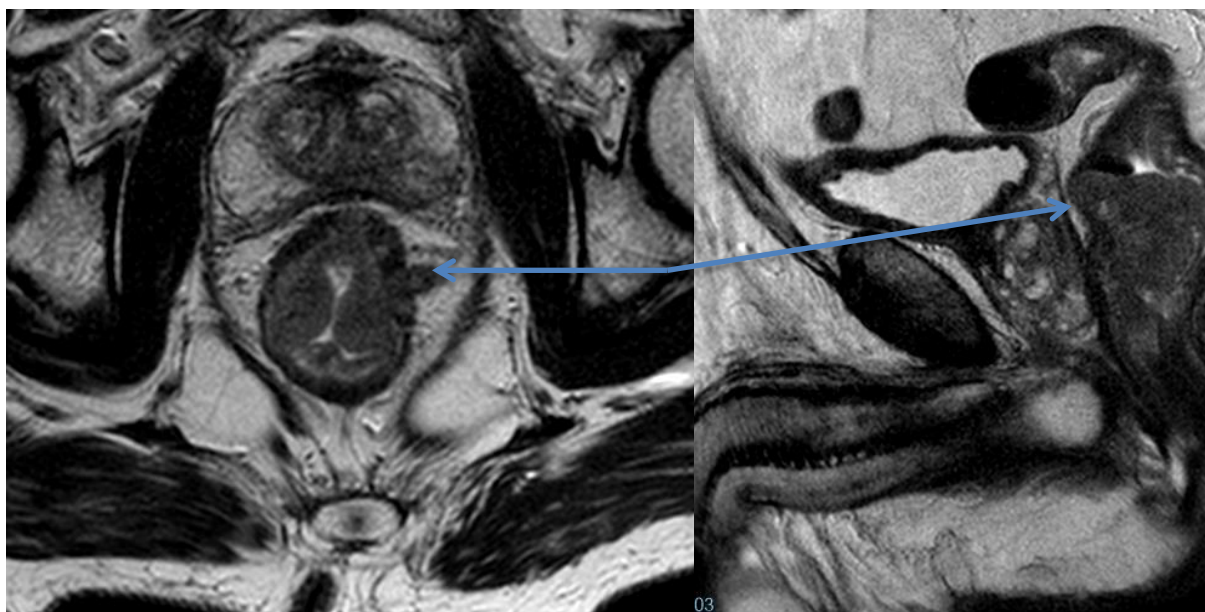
МР-томограмма. Пациентка М., 65 лет, и/б № 1197-16. Диагноз: Рак прямой кишки mT3N0.
